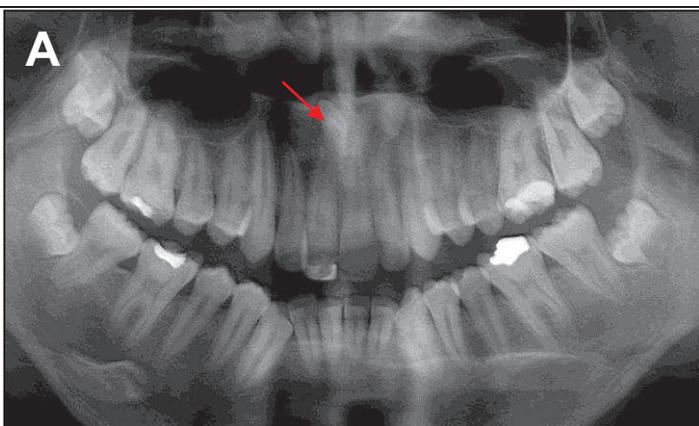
Ortopantomografía en donde se muestra diastema en la región anterosuperior, entre los incisivos centrales, debido a la presencia de mesiodens.
